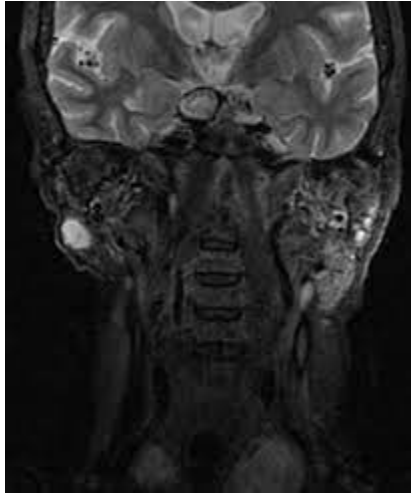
Resonancia magnética de las glándulas salivales parótida y submandibular.
